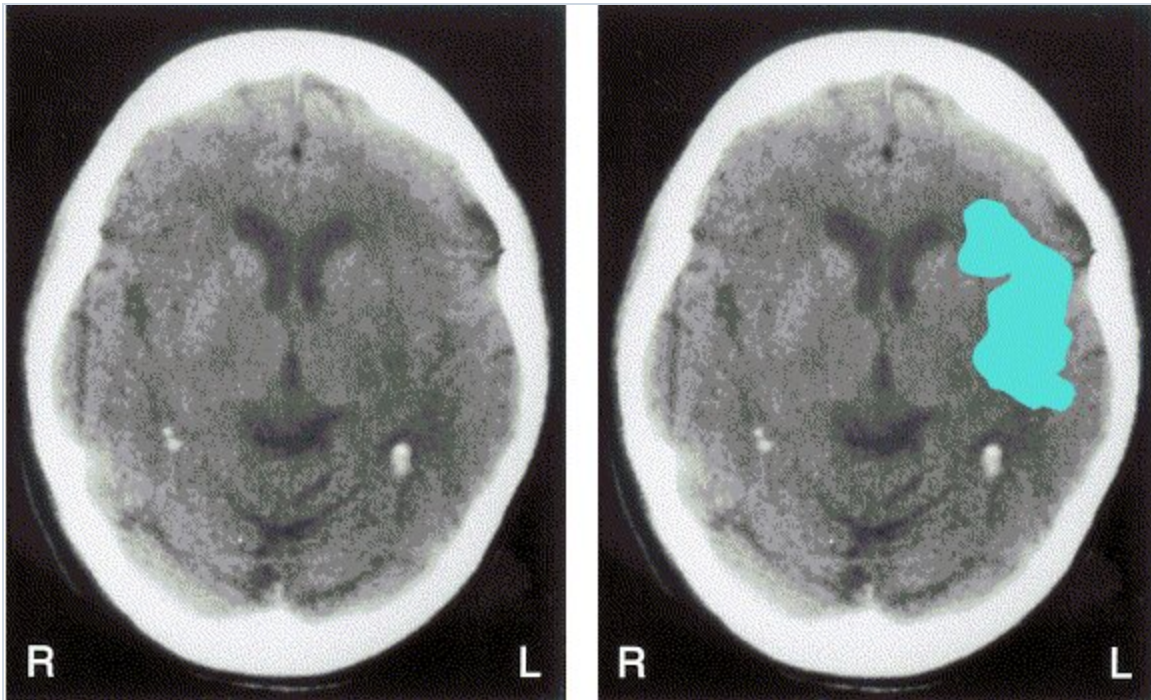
Alteraciones sutiles de un infarto cerebral: TC Alteraciones sutiles de infarto cerebral en la TC (a). La TC cerebral muestra evidencia sutil de un infarto temprano de la arteria cerebral media izquierda, solo con edema, detectado por obliteración de la cisura de Silvio que se observa en el hemisferio cerebral izquierdo (el lado derecho de la tomografía). El edema se muestra en color azul (b). En los pacientes con este dato en las primeras tres horas después de un infarto debe considerarse el uso del agente trombolítico activador tisular del plasminógeno (t-PA) [ver el texto y Figura 1].
